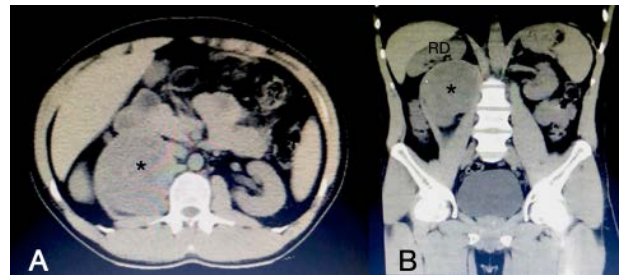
Tomografía abdominal. Panel A: corte axial donde se observa masa retroperitoneal (*) isodensa, heterogénea a expensas de calcificaciones internas, el cual impresiona depender del músculo psoas derecho. Panel B: corte coronal donde se aprecia desplazamiento del riñón derecho (RD) superiormente.
